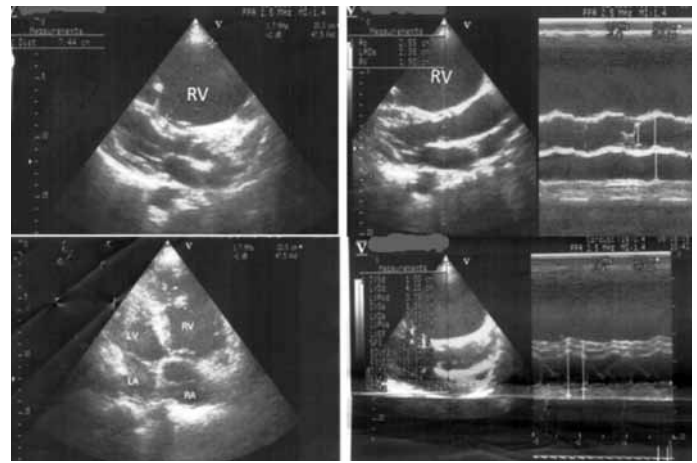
Echocardiographic views of normal left ventricular systolic function without wall motion abnormalities and severe dilatation of right ventricle
